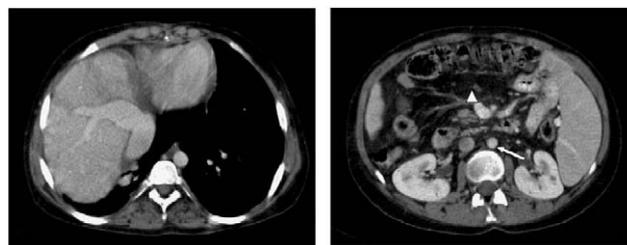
Tomografía computarizada abdominal que muestra la presencia de hepatosplenomegalia, con venas suprahepáticas dilatadas y un calibre aumentado de todos los vasos del territorio portal. El diámetro de la vena mesentérica (triángulo) es superior al de la arteria aorta (flecha). La grasa mesentérica está edematizada y cruzada por vasos dilatados.
